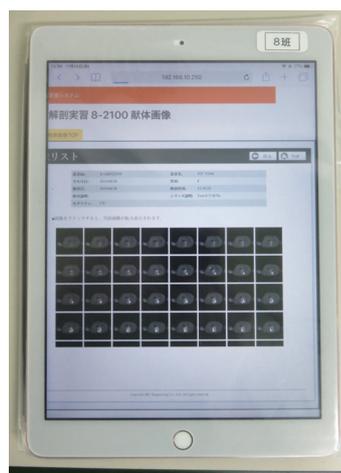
各解剖実習班でCT画像を閲覧するためのiPad
